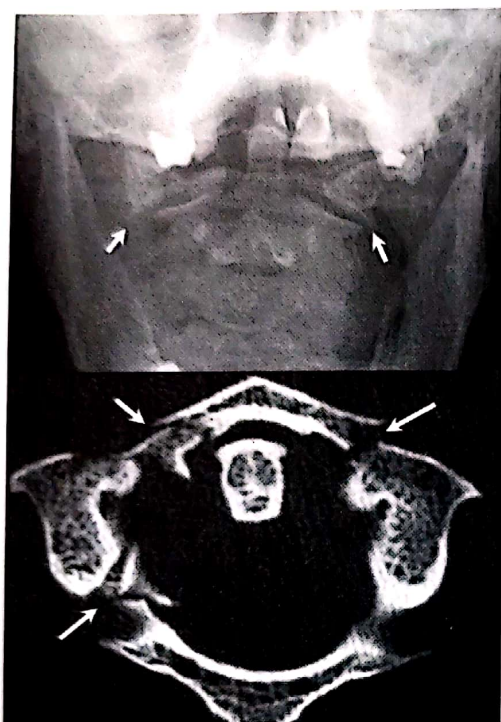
Fractura Jefferson – imagine radiologică de față și imagine CT axială – masele laterale sunt alunecate spre exterior, iar arcurile anterior și posterior prezintă fracturi duble.
